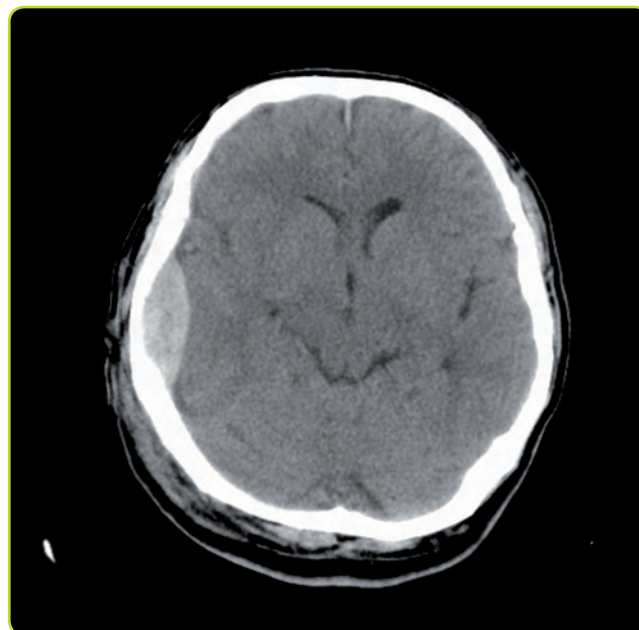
TC craneal. Hematoma epidural agudo en forma de lente biconvexa.
